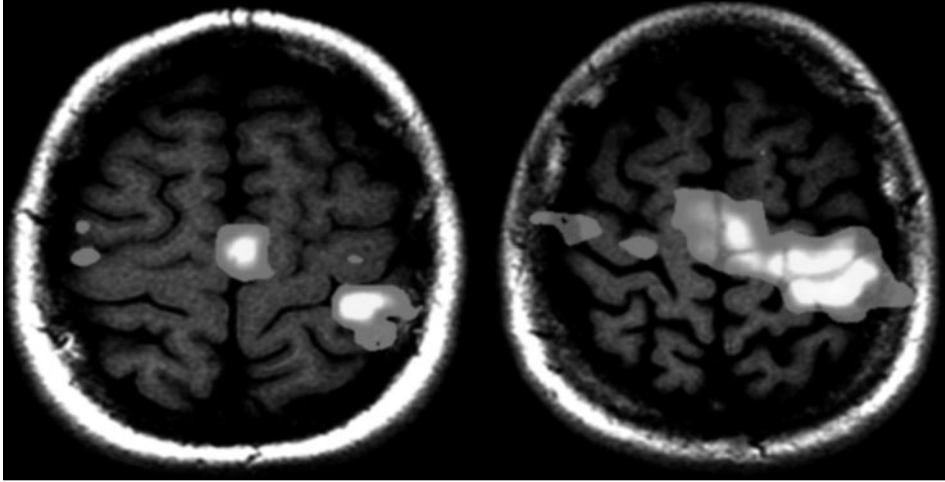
Estudio RM BOLD (activación motora derecha). Estudios obtenidos en un sujeto sano (izquierda) y en un paciente con una forma progresiva de EM (derecha). La activación cortical (áreas claras) se representa sobre una imagen anatómica ponderada en T1. En el paciente con EM (imagen derecha) la activación cortical incluye áreas más extensas, tanto a nivel del córtex motor primario como del área suplementaria motora, que las que se activan en un sujeto sano (izquierda). Ello refleja probablemente la aparición de mecanismos de compensación (plasticidad cerebral) que intentan minimizar las repercusiones funcionales de la enfermedad.
